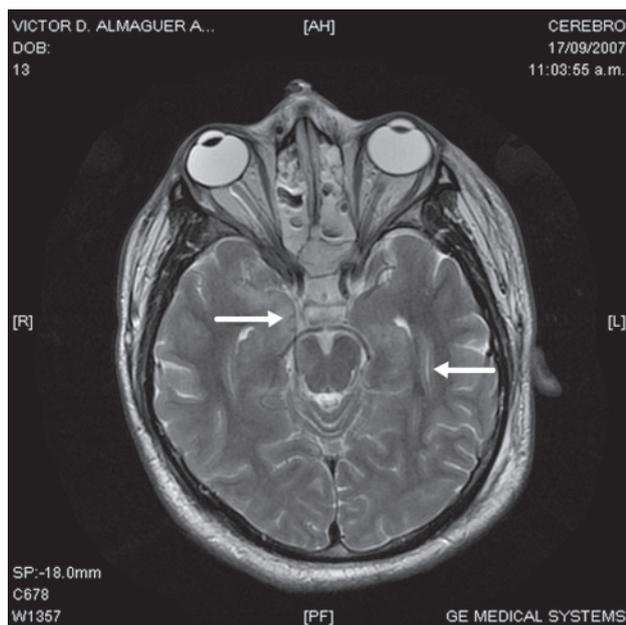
Resonancia magnética. Zonas de contusión en el uncus y pedúnculo mesencefálico derechos.
